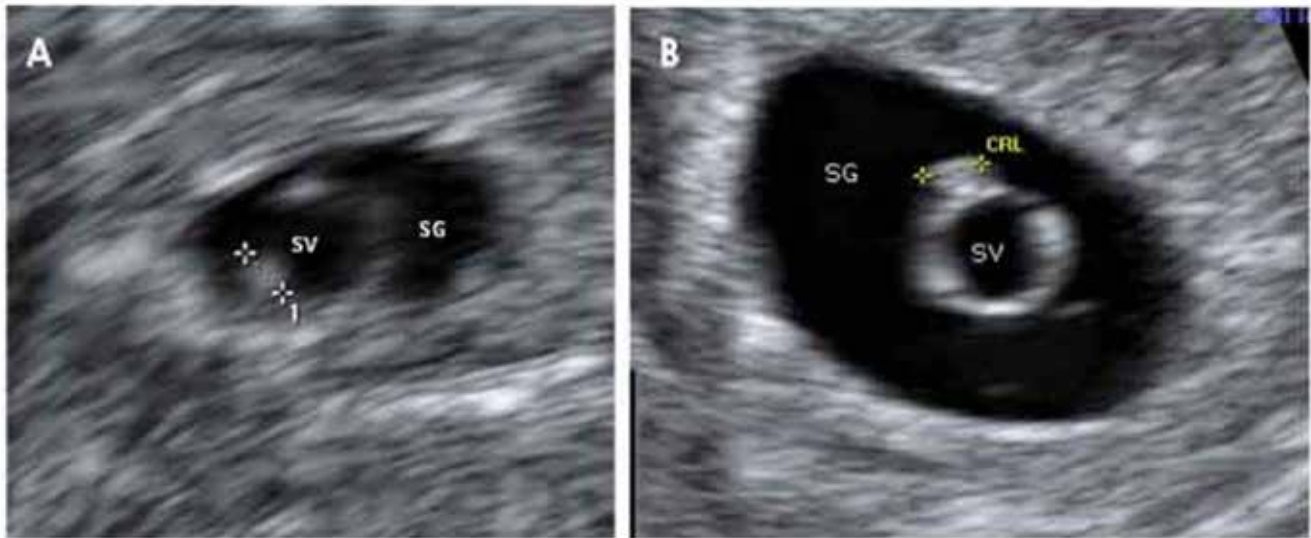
Ecografía de gestación inicial
